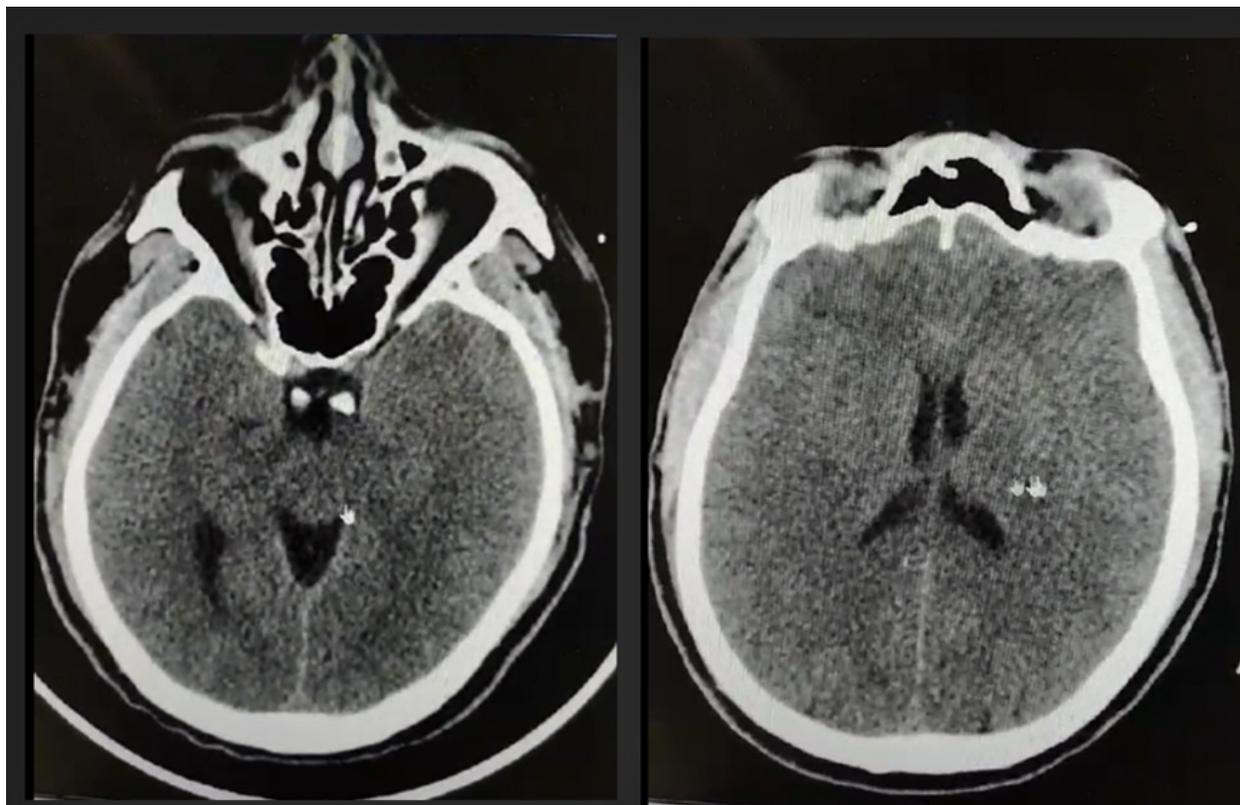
Tomografía de cráneo (TC) simple
